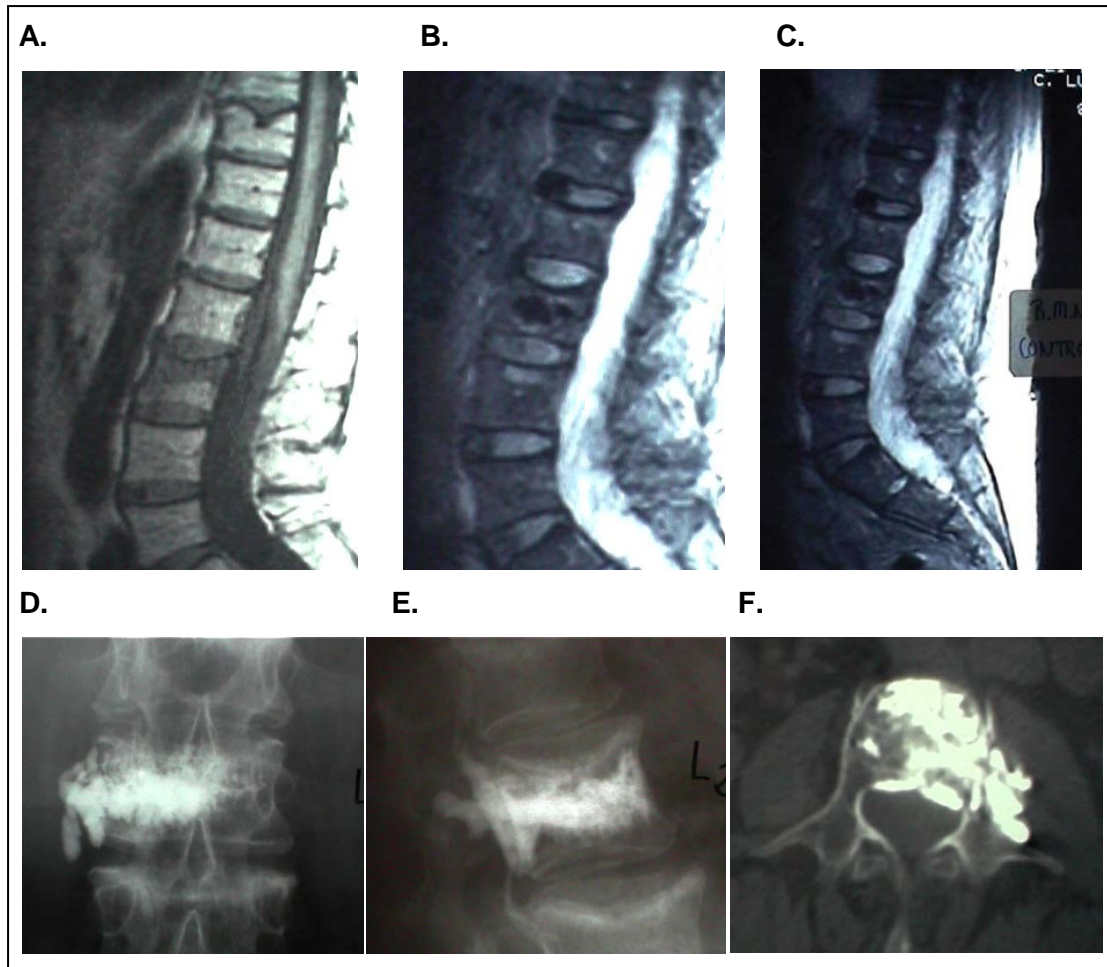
RX, TAC y RM de VP de mujer de 73 años con metástasis de neo de mama en L2 sometida a VP. La paciente sufre una fuga paravertebral y a canal medular. Desde un principio no presentó ni ningún déficit neurológico por lo que no precisó reintervención y el resultado clínico de la VP fue satisfactorio.
